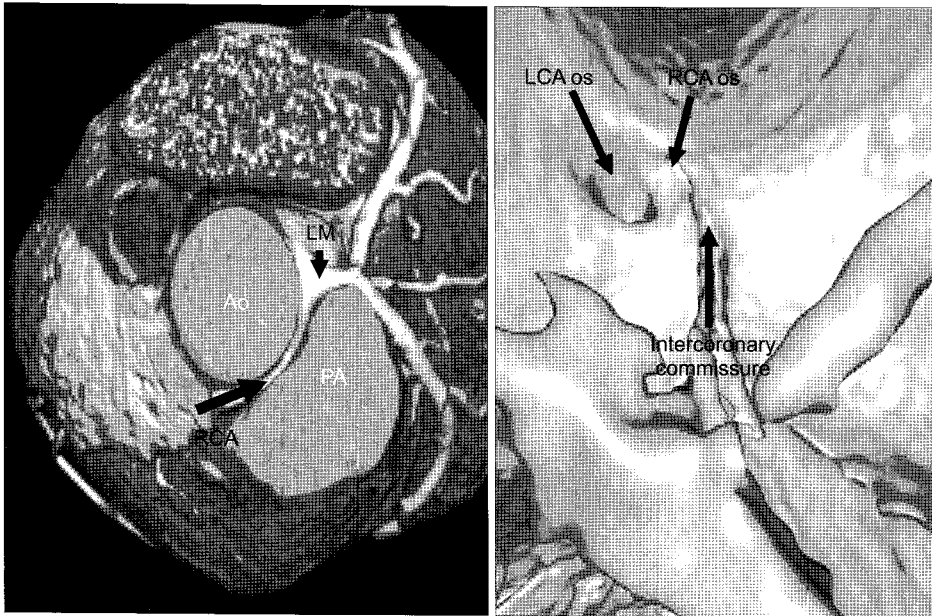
Preoperative MDCT showed that anomalous right coronary artery was originated from the left coronary sinus between the aorta and pulmonary trunk. RCA ostium was located in just left side of intercoronary commissure. Ao=Aorta; LCA=Left coronary artery; LM=Left main; MDCT=Multi-detector computed tomography; os=Ostium; PA=Pulmonary artery; RCA=Right coronary artery.
